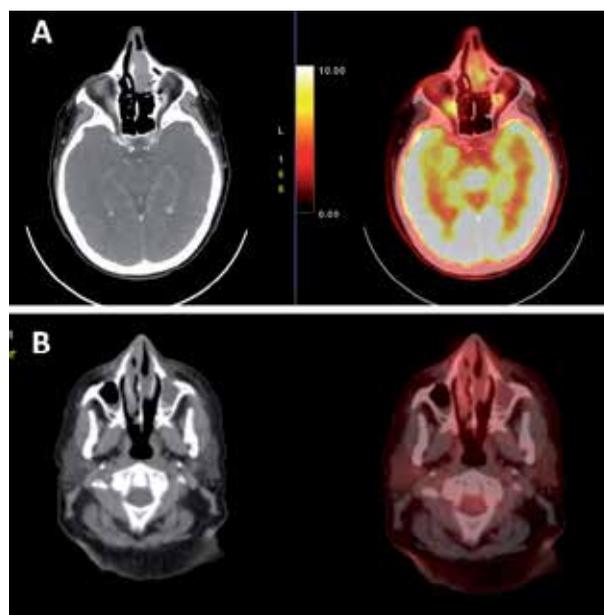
Comparativa entre PET-TC al diagnóstico y después del tratamiento. En «A» se observa la lesión en fosa nasal izquierda que contacta con el cornete medio con leve desplazamiento del septum, sin signos de infiltración en áreas adyacentes. En «B» se muestra el primer control radiológico con PET-TC en el que aparece una pequeña lesión residual en fosa nasal izquierda, compatibles con respuesta metabólica completa.
